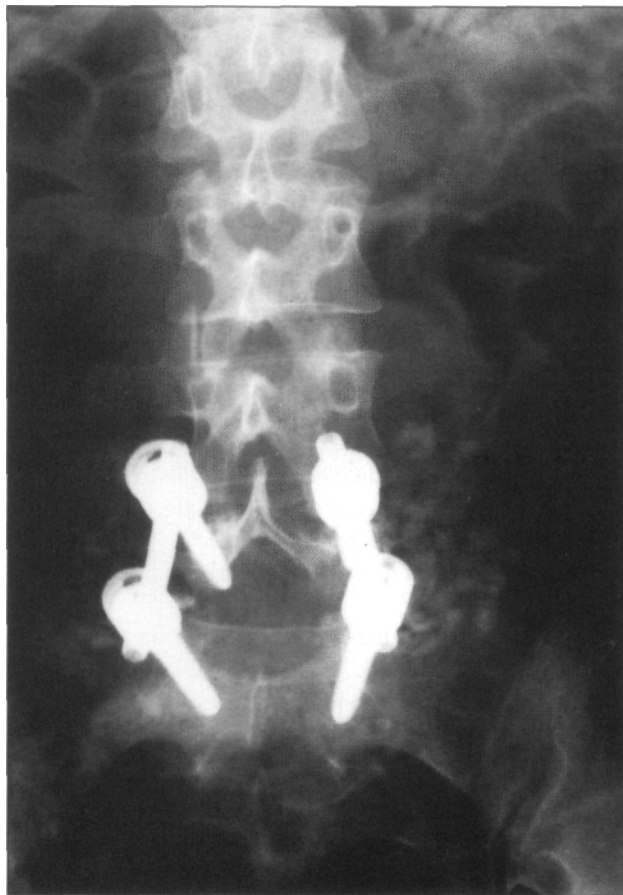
Radiografía de frente luego del primer tiempo quirúrgico por vía anterior. Ha desaparecido la imagen en gorro de Napoleón dada por el cuerpo de L5. Se observa la presencia del arco posterior, pedículos y apófisis transversas de L5.
